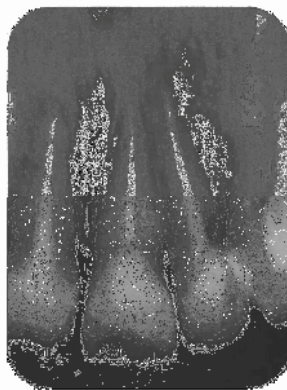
Radiografia inicial apresentando área radiolúcida na região cervical
